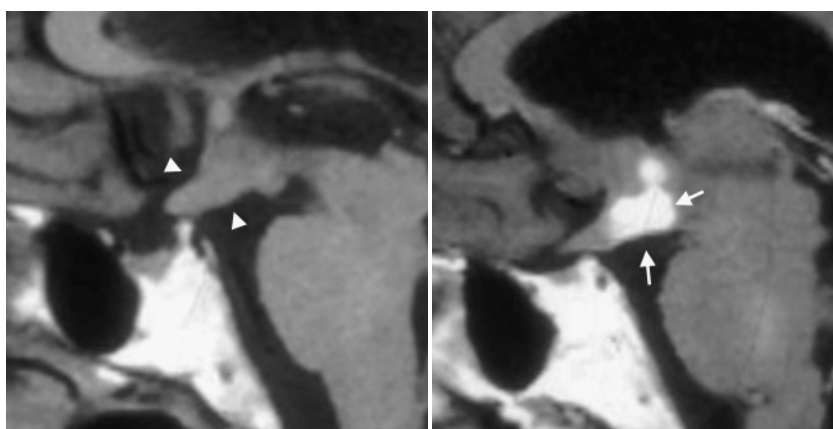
Glioma Quiasmático en paciente con Neurofibromatosis I. El corte sagital T1w sin gadolinio (A) muestra un tumor quiasmático infiltrante que ocupa la cisterna supraselar (puntas de flecha), de intensidad de señal similar al parénquima encefálico. Tras la inyección de gadolinio (B y C) se observa realce de la lesión. La imagen axial en secuencia FLAIR (D) demuestra hiperintensidad del tumor, que presenta una morfología similar a la del quiasma y compromiso del nervio óptico izquierdo. El paciente tiene antecedentes de neurofibromatosis tipo I.
